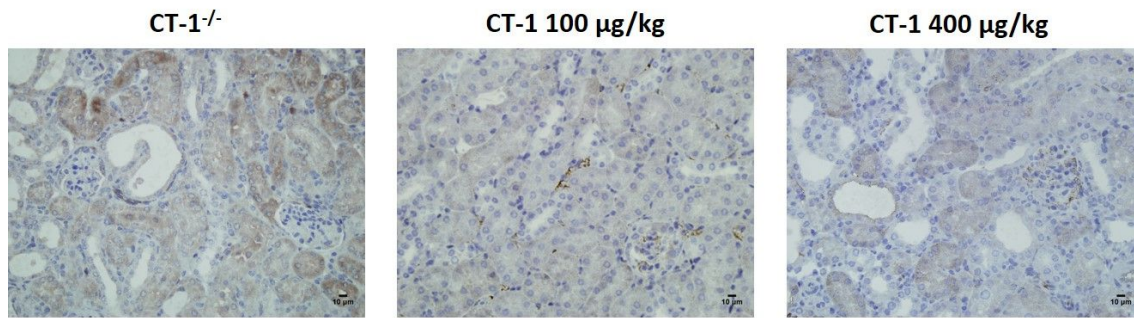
Análisis de la expresión de iNOS tras 3 días de OUU. Imágenes representativas de tinción inmunohistoquímica con iNOS de la corteza de riñones obstruidos de ratones CT-1^{-/-} tratados con CT-1 100 µg/kg y 400 µg/kg. CT-1^{+/+} (n=6), CT-1 100 µg/kg (n=5), CT-1 400 µg/kg (n=6). Magnificación original: 400X. CT-1: cardiotrofina-1, iNOS: óxido nítrico sintasa inducible.
